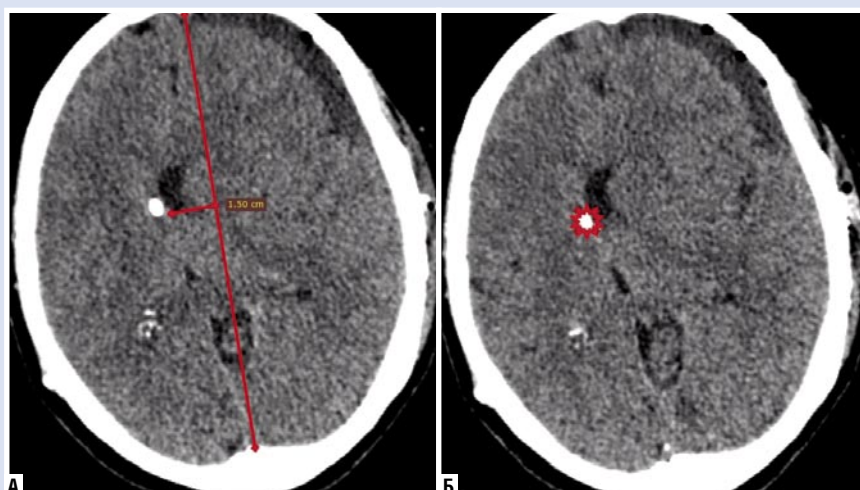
КТ головного мозга. Выраженное смещение срединных структур, уменьшение объема боковых желудочков головного мозга (3 сутки).
